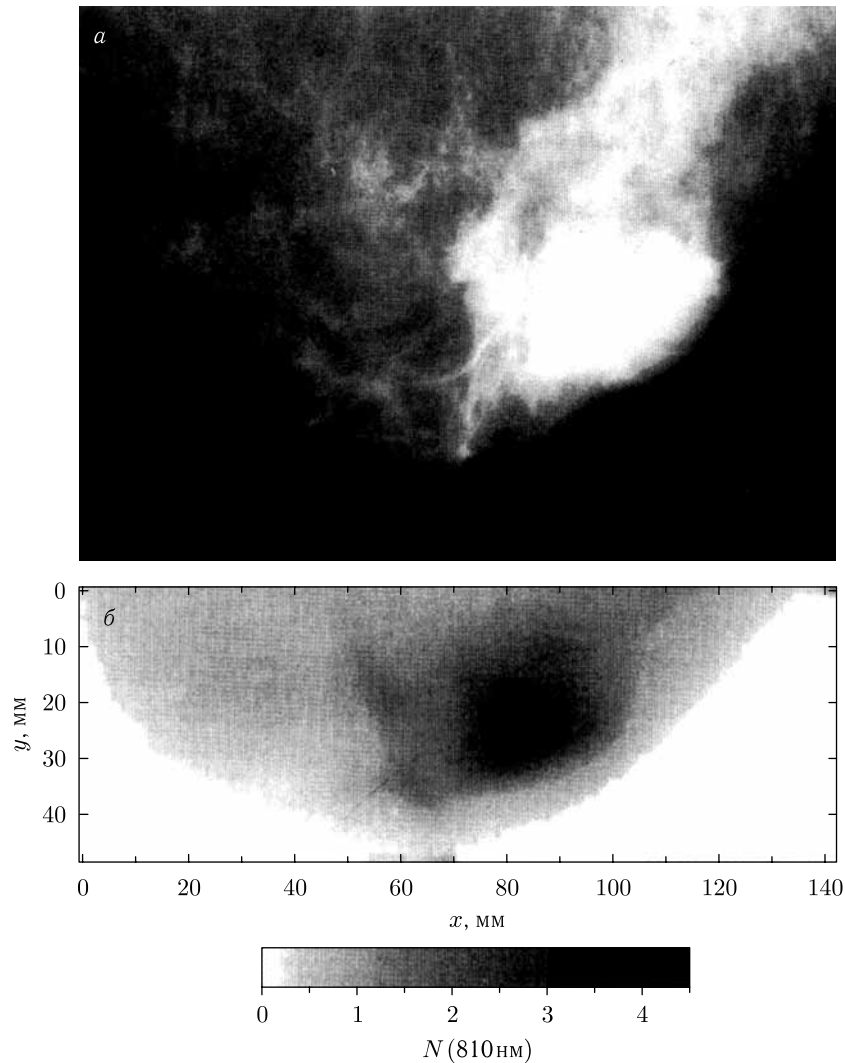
Рентгеновская (а) и оптическая (б) краниокаудальные маммограммы левой молочной железы с опухолью (55-летняя женщина с инвазивным раком протока молочной железы в нижнем латеральном квадранте, основная опухоль 3,0 см в диаметре). Рентгеновское и оптическое изображения не могут быть точно сравнены, поскольку степень и геометрия сжатия были различными при рентгеновском и оптическом исследованиях [453, 454]
